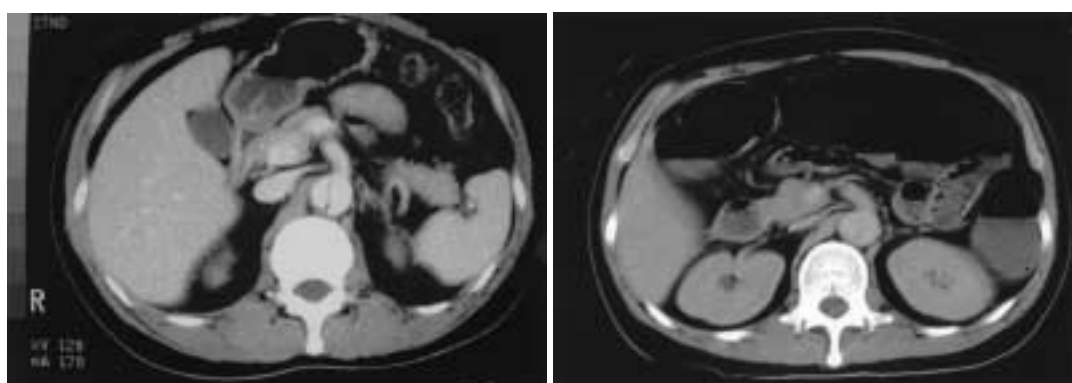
CT findings at SMA level of case 2
